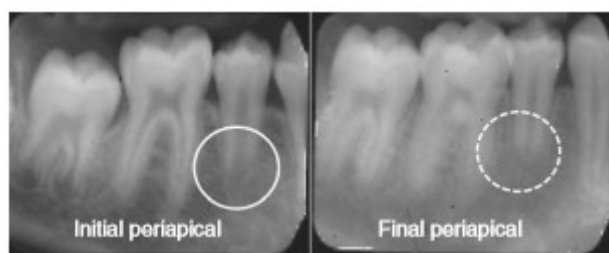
Radiografias periapicais antes e após o movimento ortodôntico de dentes com ápices imaturos. Nenhuma OIIRR se observa no dente definitivo jovem (Thilander et al., 2017).
